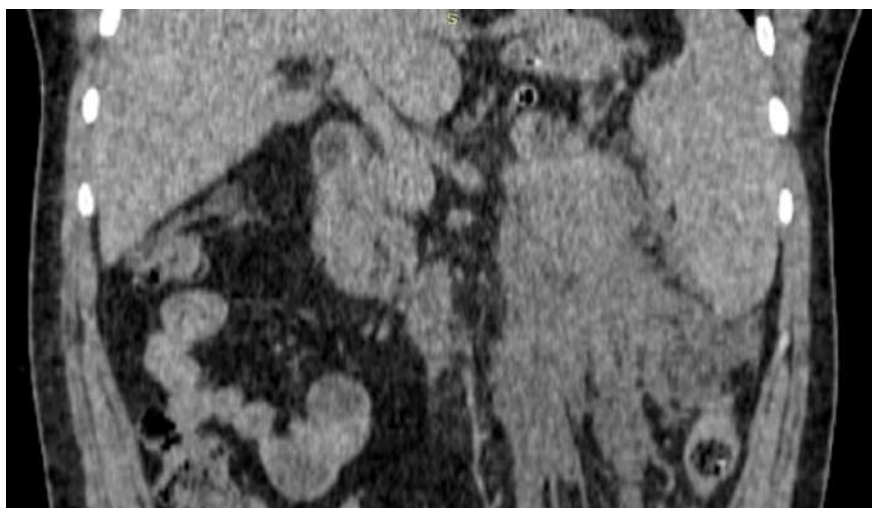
Сагитальный срез КТ ОБП. Уменьшение отека позадибрыжеечного пространства.
